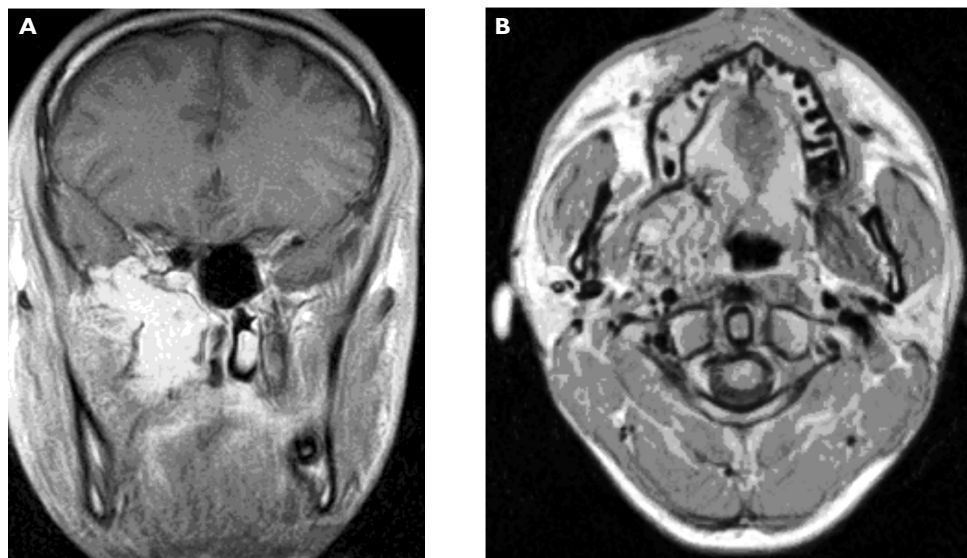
Figure 2AB. Nuclear magnetic resonance imaging (8th January 2009). Post-radiotherapy status; findings comparable to those described in September 2008
